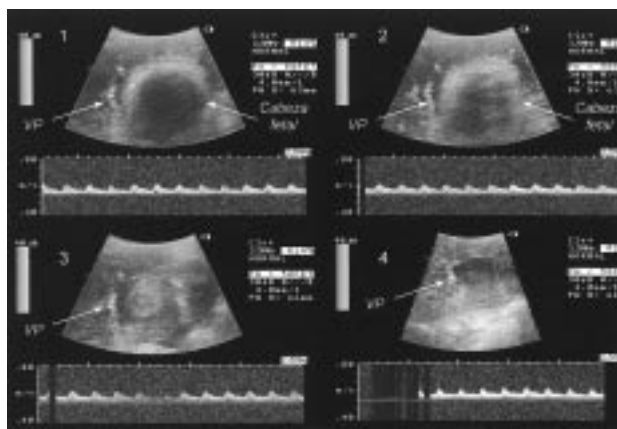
Caso 1. 39 semanas. Vasa previa (VP) a diferentes alturas del segmento uterino inferior (fotogramas 1, 2 y 3), hasta el hallazgo del vaso dependiente de la arteria umbilical previo a la presentación (fotograma 4). Para visualizar el vaso fetal se utiliza el Doppler color de energía.
